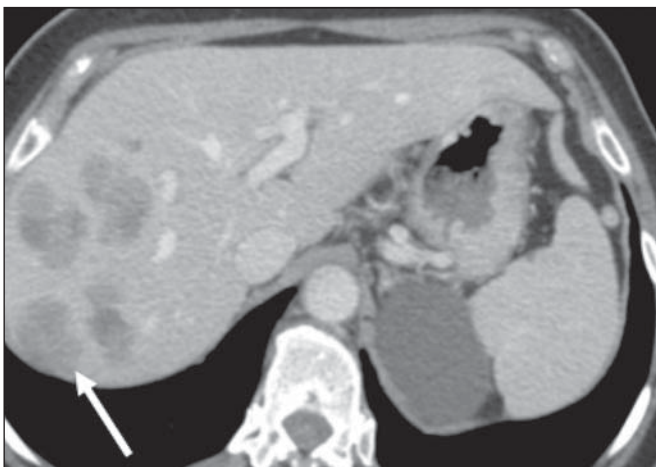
Linfoma hepático. TC de abdome no plano axial demonstra múltiplas lesões hepáticas nodulares, de tamanhos variados, predominantemente hipovascularizadas após injeção de meio de contraste (seta).
